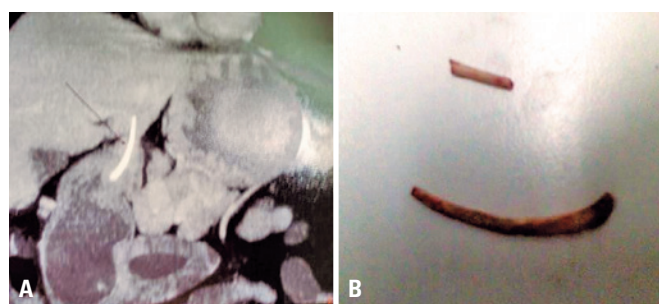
(A) Tomografia computadorizada de abdome mostrando lesão envolvendo o estômago e fígado. (B) Corpo estranho ingerido: osso de frango
